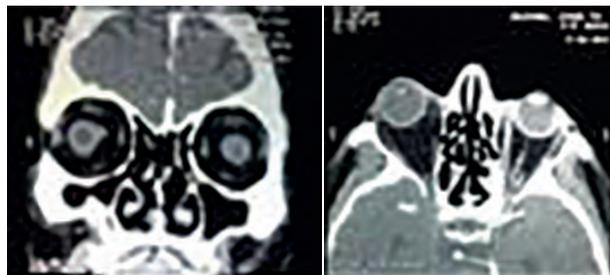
TC de órbitas que muestra proptosis del ojo derecho.
